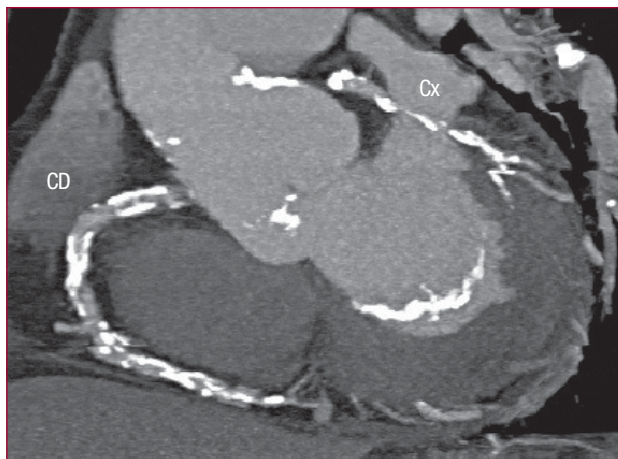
Coronariografía por tomografía computarizada de doble fuente: las arterias coronarias están extensamente calcificadas. La calcificación compromete la visión de la luz vascular, dificultando determinar el grado de estenosis.
